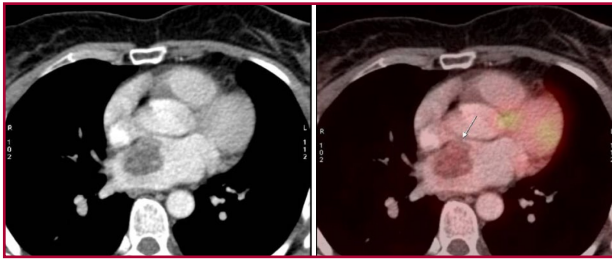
PET que evidencia imagen hipodensa en aurícula izquierda con moderada actividad metabólica.
